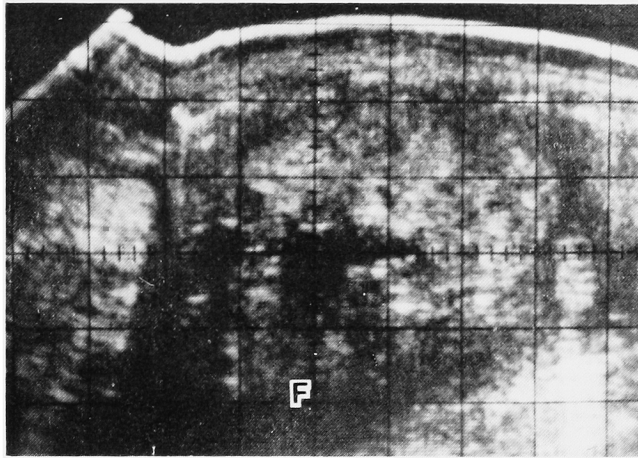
Case 1: Ultrasonogram shows large echogenic renal mass with fluid collection (F) dorsal to the kidney
